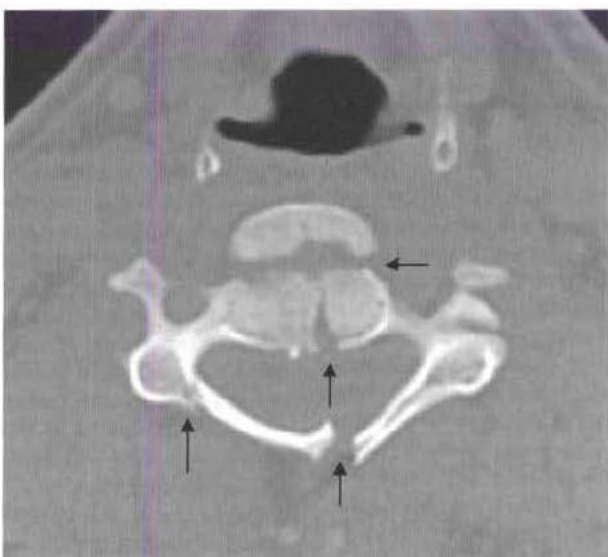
Fracture cervicale complexe. La TDM axiale montre de multiples fractures (flèches). Noter le trou transversaire qui contient les artères vertébrales, qui peuvent être lésées dans les traumatismes cervicaux sévères.
